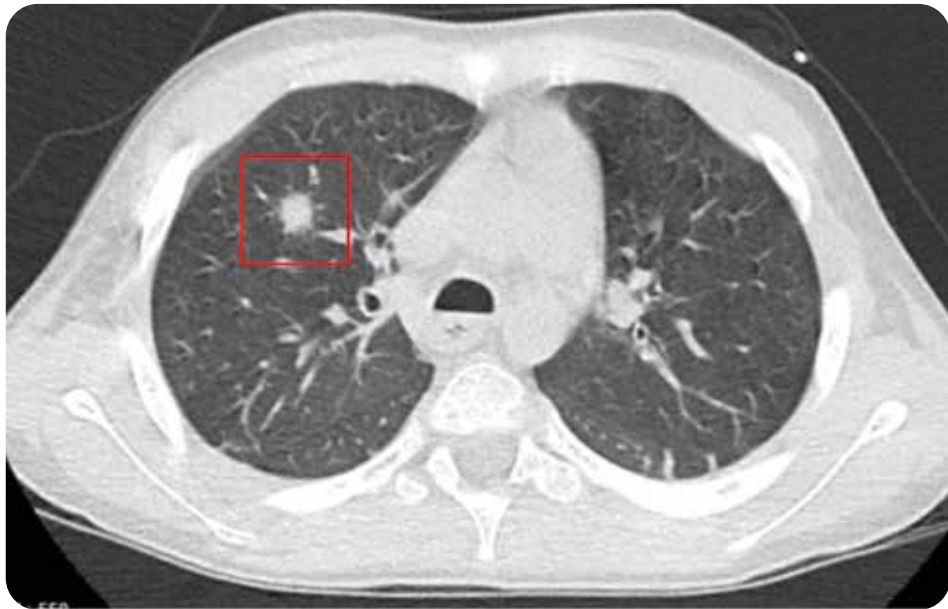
Tomografía computada de tórax que muestra una lesión pseudonodular con halo en vidrio esmerilado (signo del halo), sugestiva de infección fúngica angioinvasiva.
